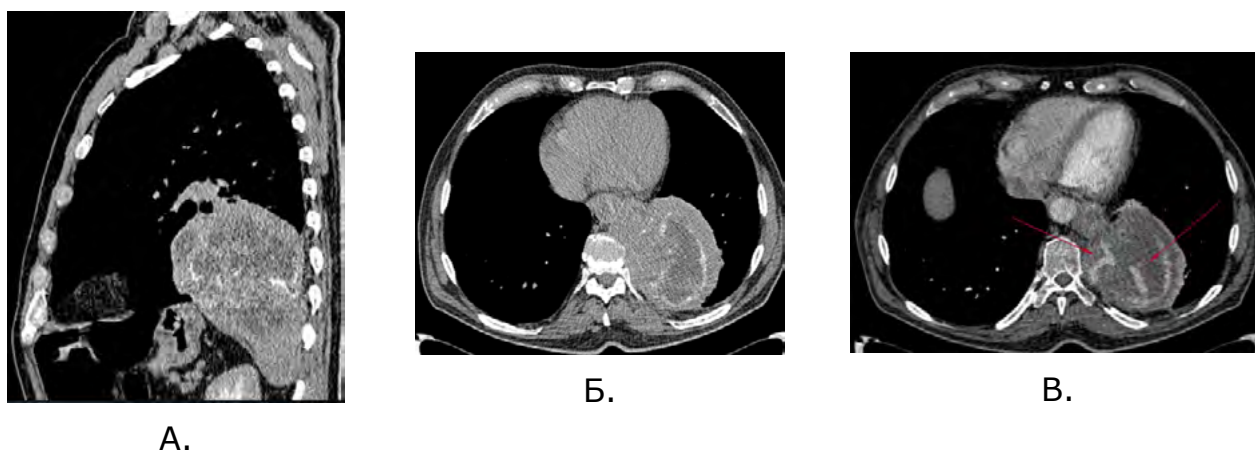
МСКТ ОГП Внелегочного секвестра в нижних сегментах левого легкого в артериальную фазу. А. фронтальный срез Б. и В. аксиальный срез В. Отсроченная фаза контрастного усиления.
